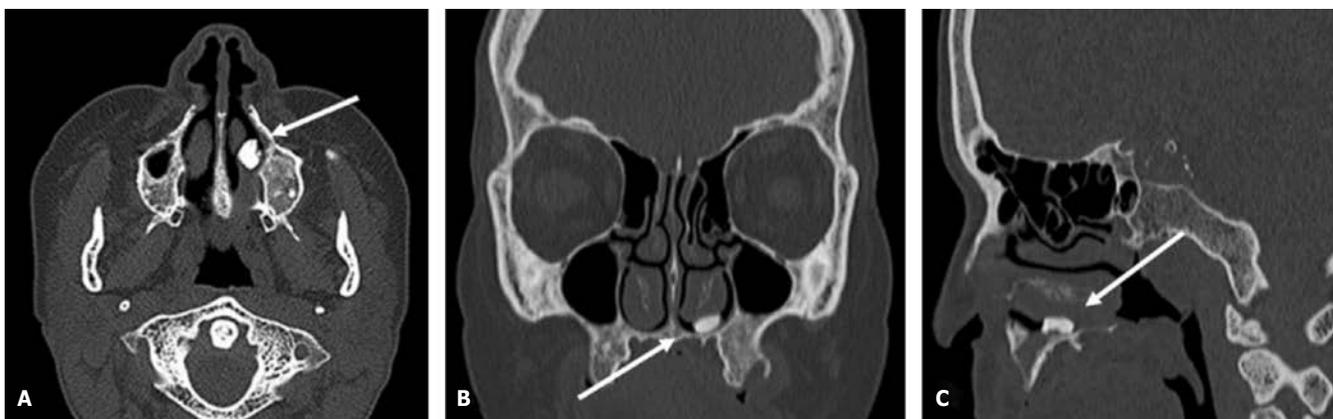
TC de senos en cortes A) sagital, B) coronal y C) transversal, mostrando una pieza dentaria en el interior de la fosa nasal (flecha).
